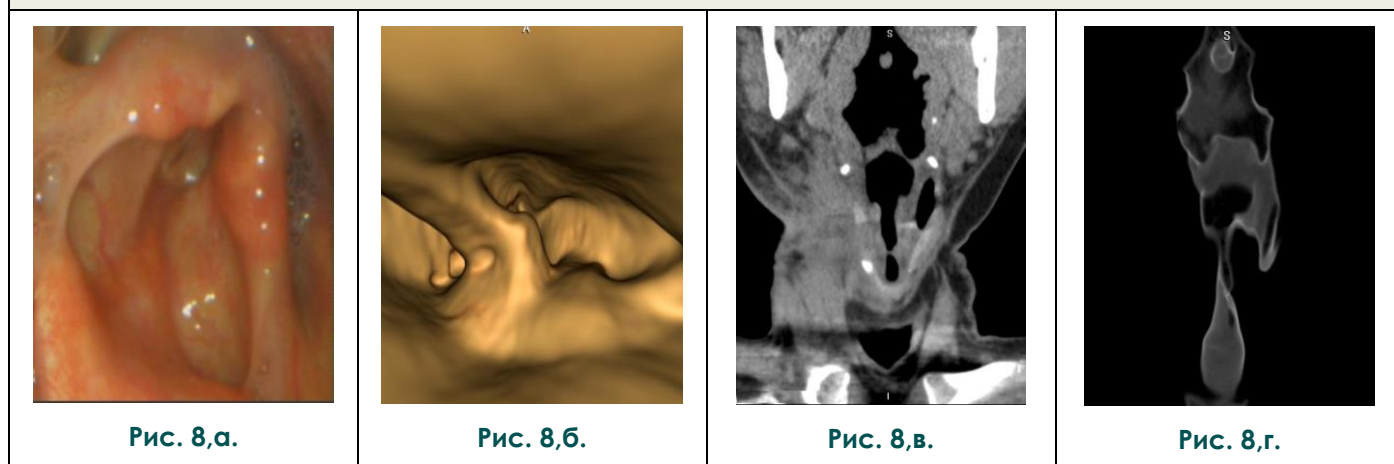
а – видеоларингоскопия; б - виртуальная ларингоскопия; в - МСКТ с внутривенным болюсным контрастированием. МРР в коронарной плоскости. Образование на левой голосовой складке, активно аккумулирующее контрастный препарат; г - VRT в прямой проекции. Деформация голосовой щели за счет утолщения левой голосовой складки. Пациент М., 62 г. Плоскоклеточный орлоговеающий рак левой голосовой складки, контактное изъязвление правой голосовой складки.
